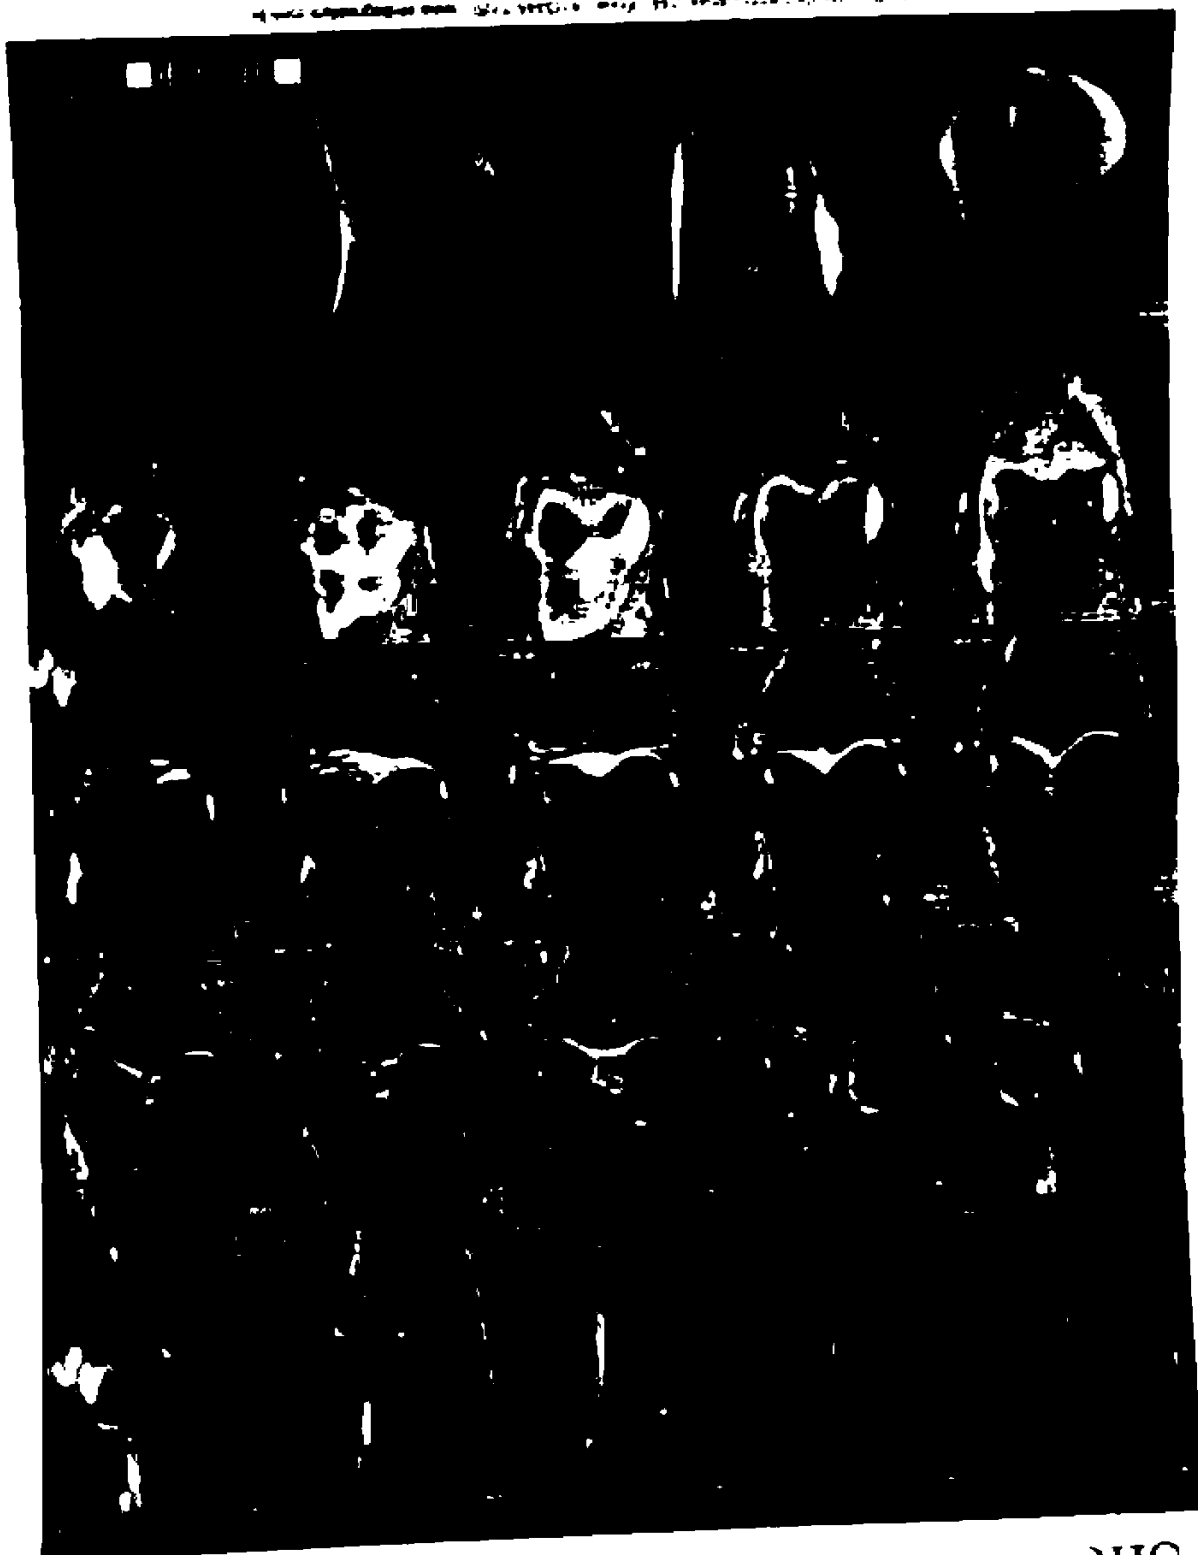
Imagem de uma placa de radiografia dental em escala de cinza, mostrando uma série de imagens de tomografia computadorizada (TC) de uma mandíbula humana. As imagens são organizadas em uma grade de 5 linhas e 5 colunas, totalizando 25 imagens. No topo da grade, há uma linha de 5 imagens de perfil da mandíbula, e as demais 20 imagens são cortes transversais. No canto superior esquerdo, há uma pequena barra de escala com o valor '1.00'.
